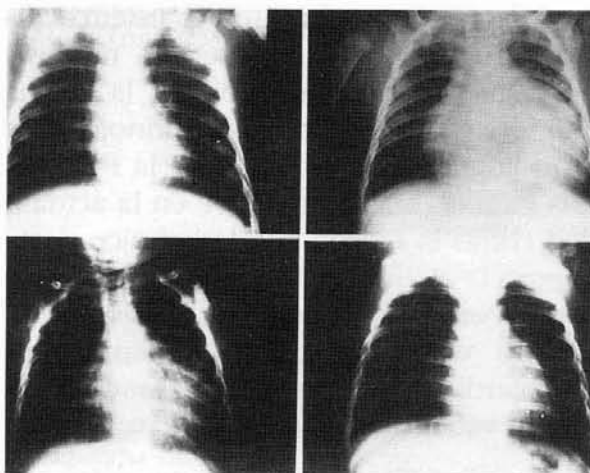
Radiografía de tórax secuencial, 1) Ingreso; 2) A los 20 días, coincidiendo con derrame pericárdico, 3) a los 30 días, remitido el derrame, 4) al alta.
